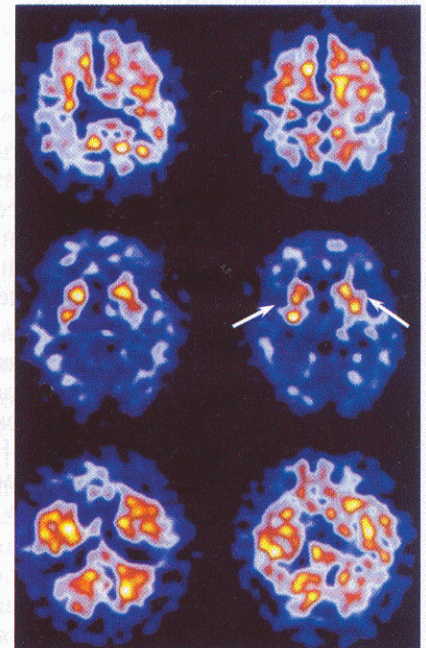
Томосцинтиграммы головного мозга с  $^{123}\text{I}$ -IPT в норме и у пациентов с болезнью Паркинсона (I, II и IV стадия) [206]
